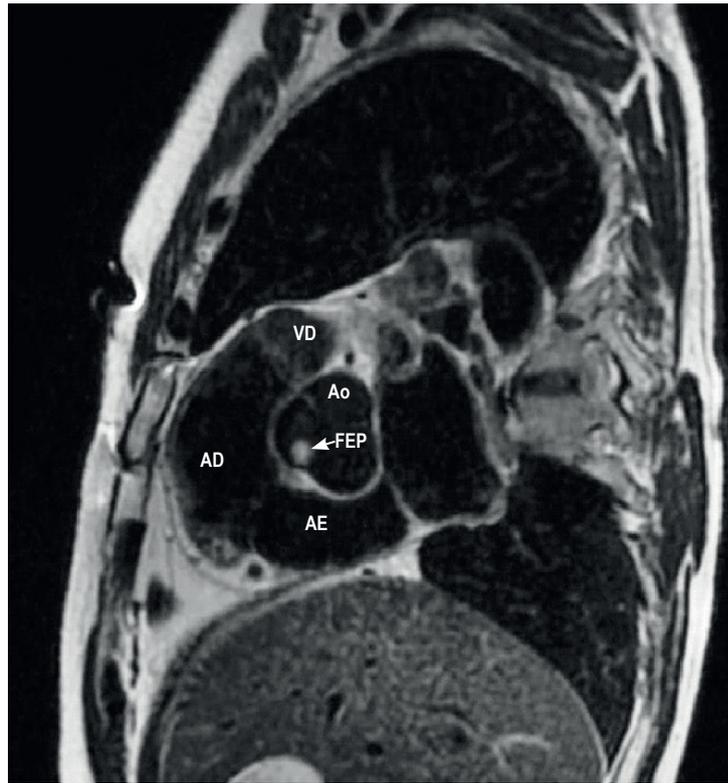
Ressonância magnética cardíaca. AE: átrio esquerdo; AD: átrio direito; VD: ventrículo direito; Ao: aorta; FEP: fibroelastoma papilífero.
